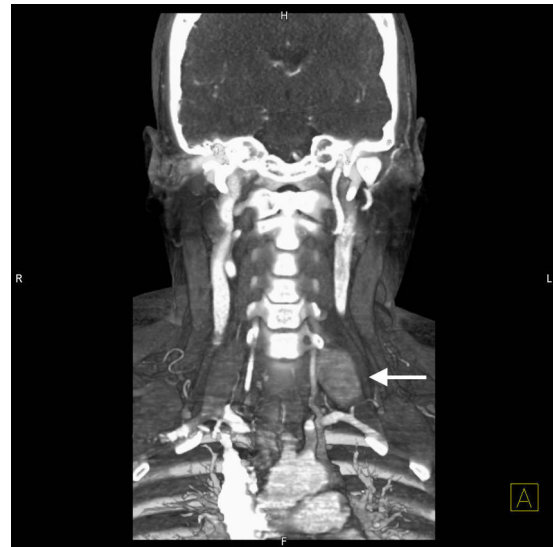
TAC cervical, corte coronal. Paraganglioma cervical izquierdo.
